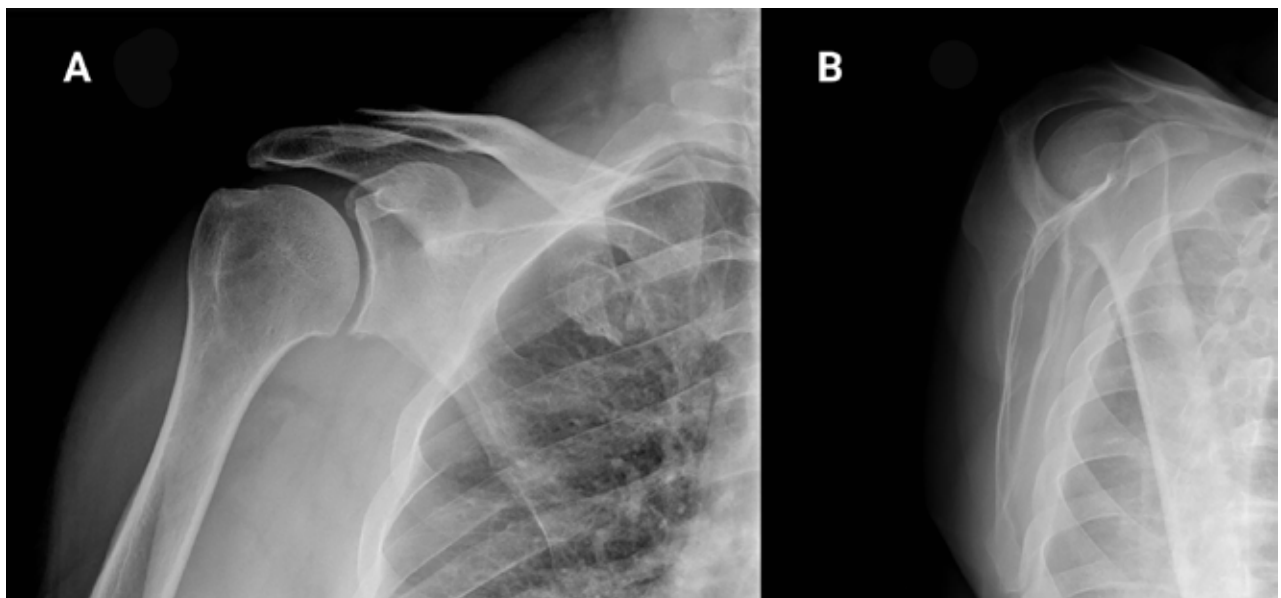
A) Radiografías de hombro derecho preoperatorias frente (A) y perfil (B).
